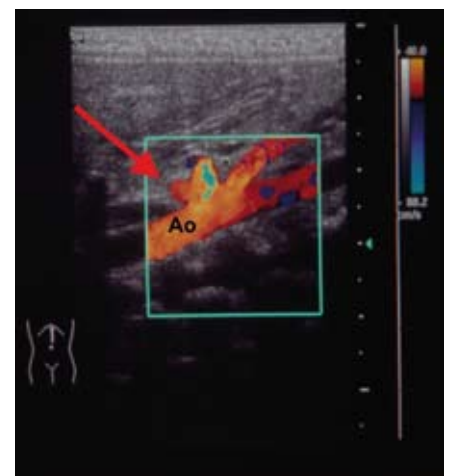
In der Sonographie stellt sich die aorto-pulmonale Kollaterale dar, aus dem Truncus coeliacus entspringend (Pfeil; Ao: Aorta abdominalis).
